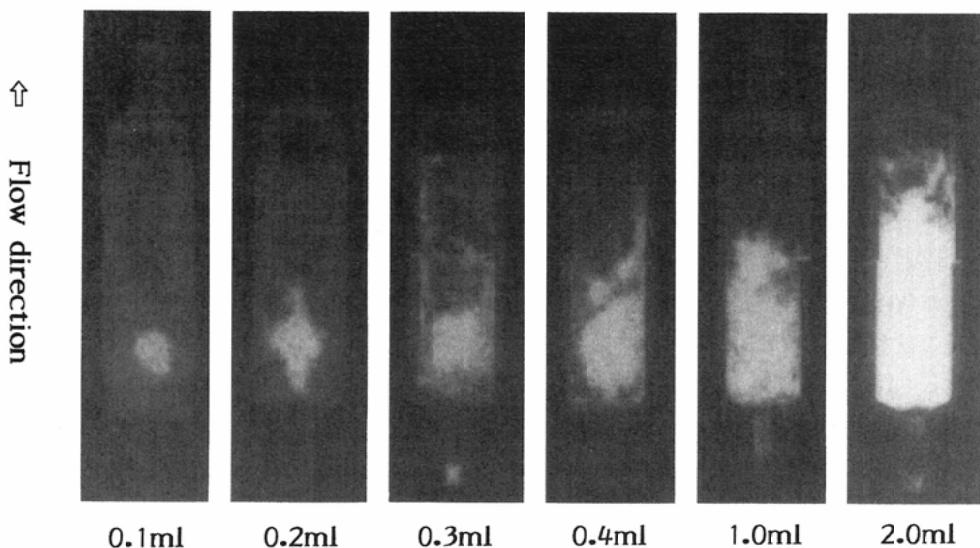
X-ray photographs of chambers after injection of 5.0mg NP-1010 suspended by Lipiodol
